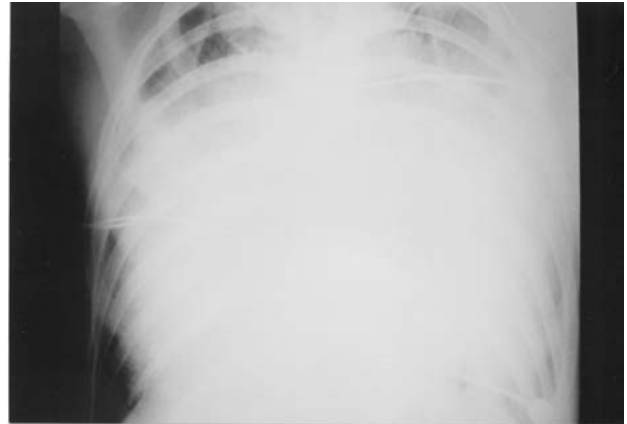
Síndrome cardiopulmonar pelo hantavírus: mesmo paciente da Figura 9, 12 horas após, demonstrando à radiografia do tórax velamento completo de ambos os pulmões por edema alveolar agudo.
